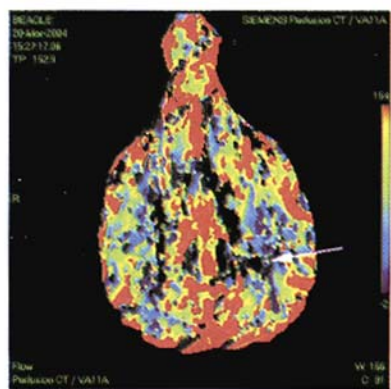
栓塞后 2 h CT 灌注成像 CBF 图:左侧局部信号较对侧低(↗),且中心最低,周围逐渐增高呈阶梯样改变
